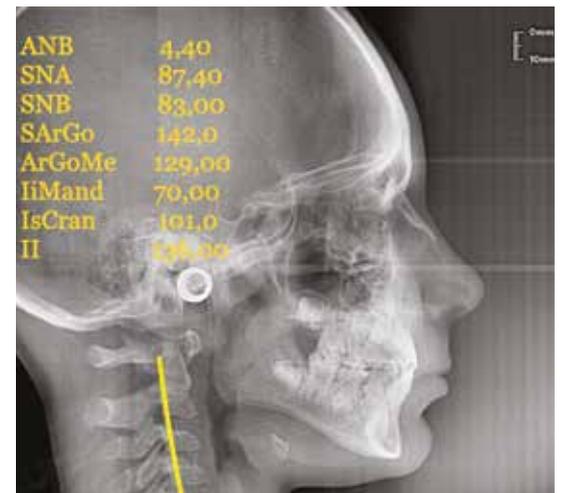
Teleradiografia ad 1 anno di terapia elastodontica: evidente miglioramento
